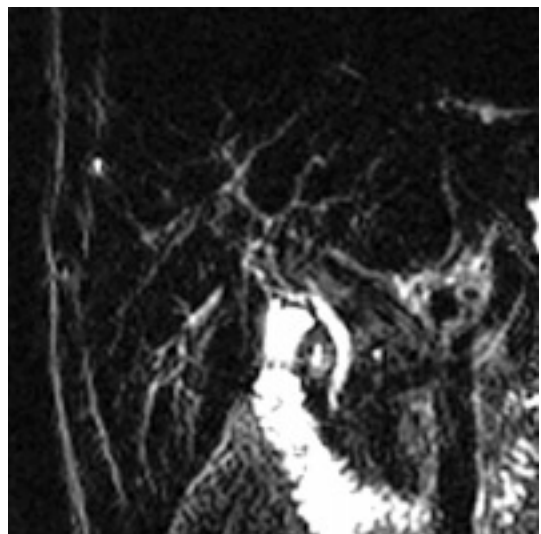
CP-IRM : cholangite sclérosante primitive (CSP) : désorganisation et irrégularité des VBIH, (séquence SS-FSE, coupe frontale de 20 mm d'épaisseur, TE eff 800 msec).
